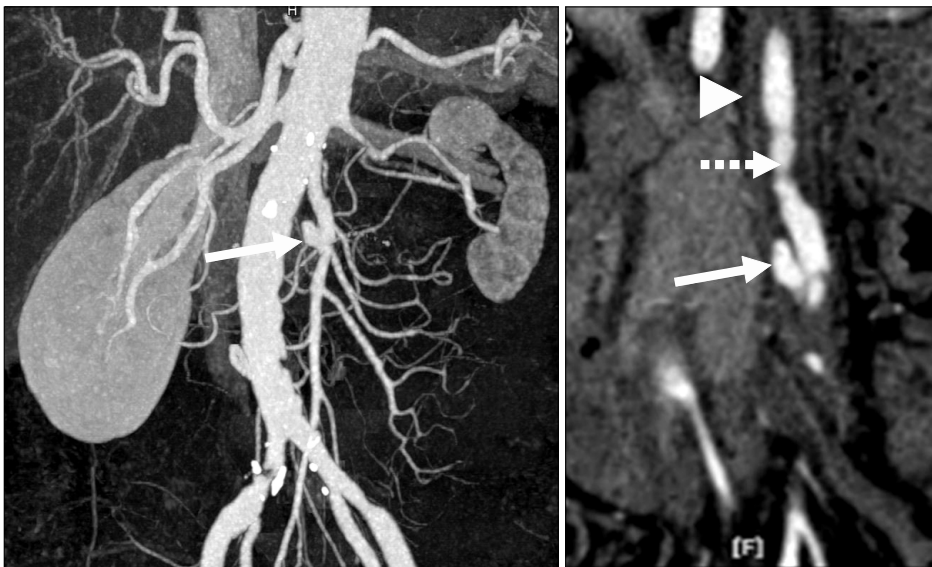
Computed tomography angiography demonstrates a focal SMA aneurysmal change (white arrow), diffuse narrowing of the true lumen (dot arrow) by thrombosed false lumen (arrow head).
